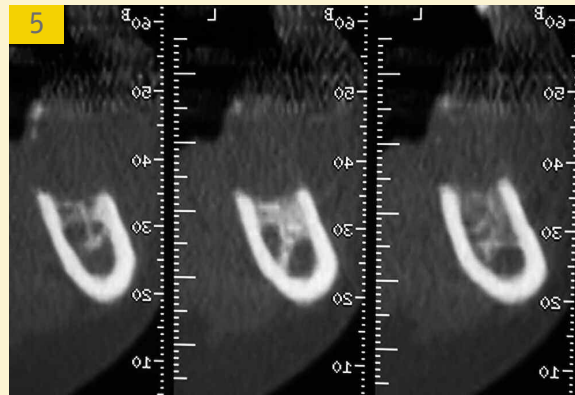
Image scanner de la lésion / *CT Scan.*
